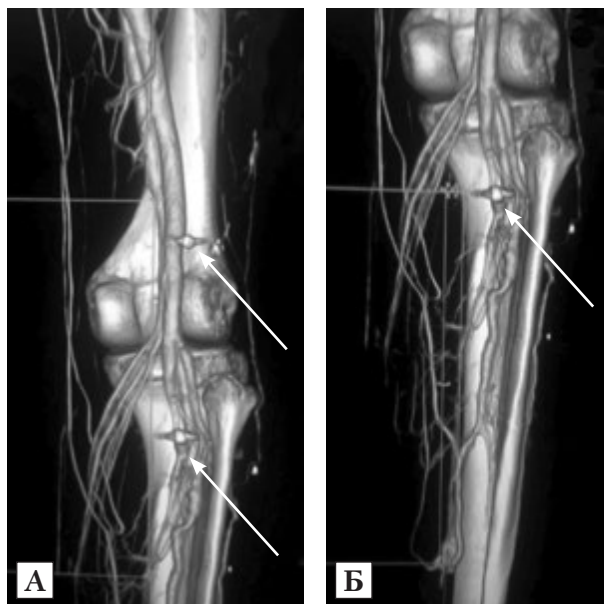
Мультиспіральна комп'ютерна томографія – ангиографія з 3D-реконструкцією підколінної ділянки. Візуалізується АВ-сполучення між задньою великогомілковою артерією та задньою великогомілковою веною (А), металевий осколок у проекції АВ-співустя (Б)
